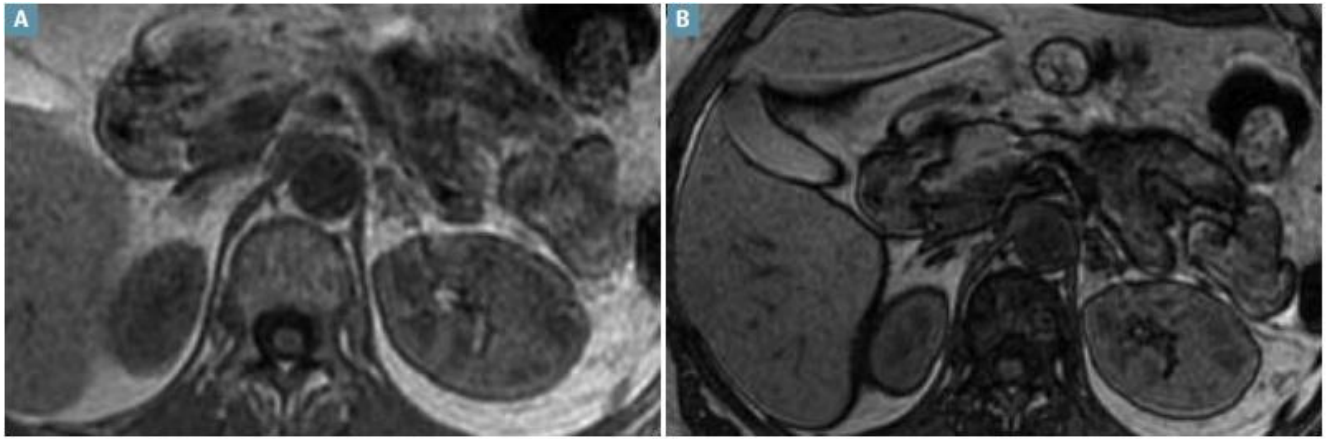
Adénome. IRM coupes axiales. A : T1 phase ; B : T1 opposition de phase. Discret épaissement en hyposignal du bras interne de la surrenale gauche. [71]
